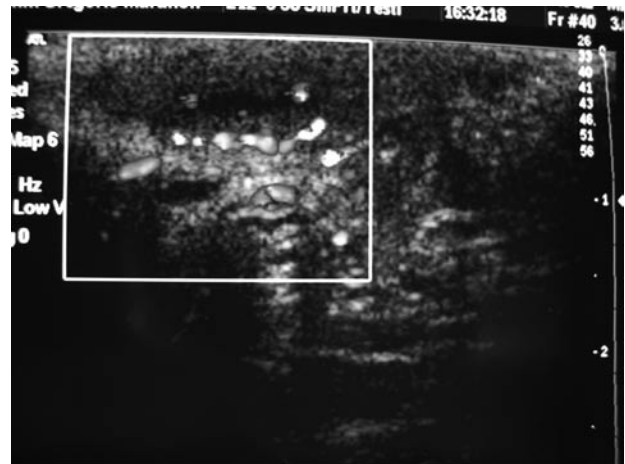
Ausencia de flujo sanguíneo en la vena dorsal del pene en Eco-Doppler.
